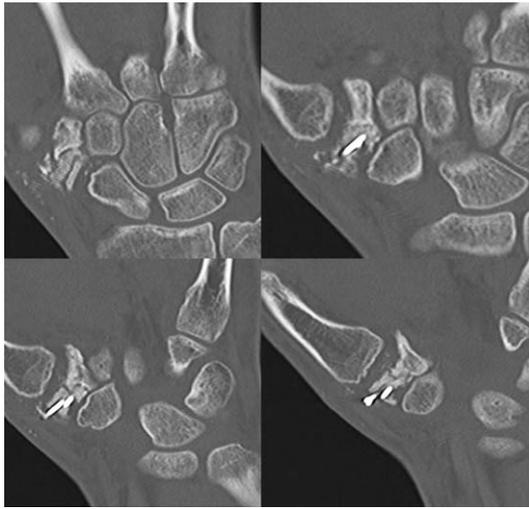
Esame TAC con sezioni in coronale.
